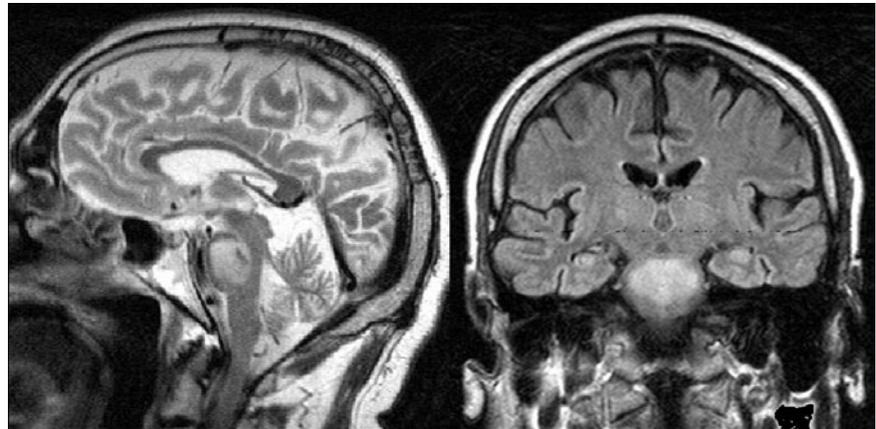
MRT einer ausgeprägten zentralen pontinen Myelinolyse bei einem 51-jährigen Patienten mit chronischem Alkoholabusus nach Ausgleich einer Hyponatriämie. Die ausgeprägte pontine Läsion zeigt sich in der sagittalen T2-Wichtung (links) und in der koronaren FLAIR-Wichtung (rechts). Nebenbefund: akzentuierte zerebelläre Arborisierung (DD alkoholische Kleinhirndegeneration). Klinisch bestand ein Locked-in-Syndrom.
